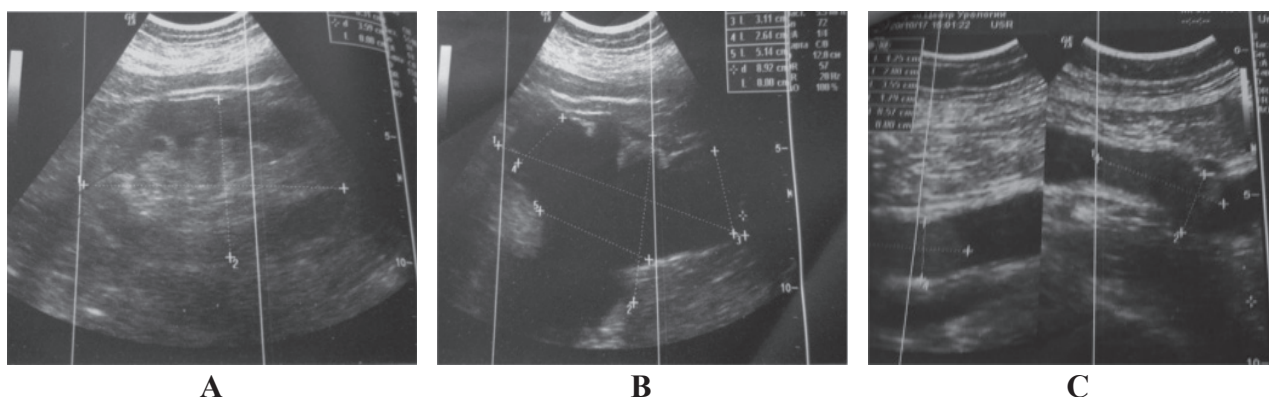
УЗИ левой почки (а) и мочеточника - определяется выраженная уретеропиелэктазии (b) и признаки наличия опухолевидных образований в просвете мочеточника (с).
